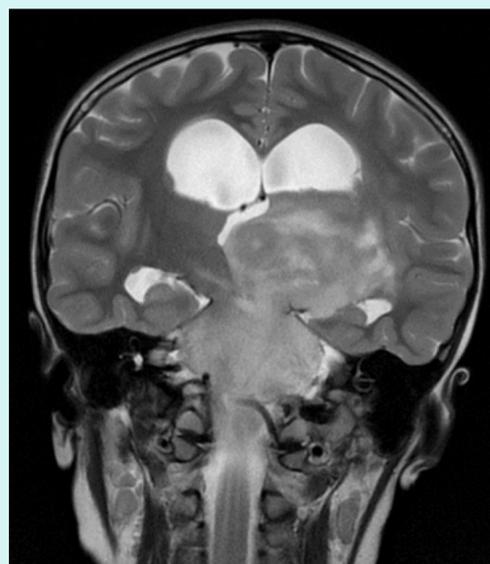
RMN recidiva (2022).
